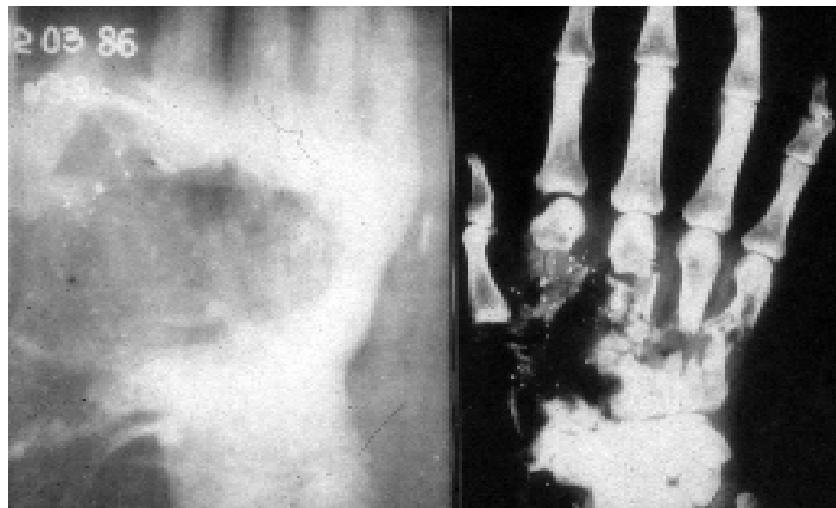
(продовження). Порівняльна характеристика дії тимчасової пульсуючої порожнини і ступенів руйнування кисті (за рентгенограмою). Високошвидкісна зйомка.
